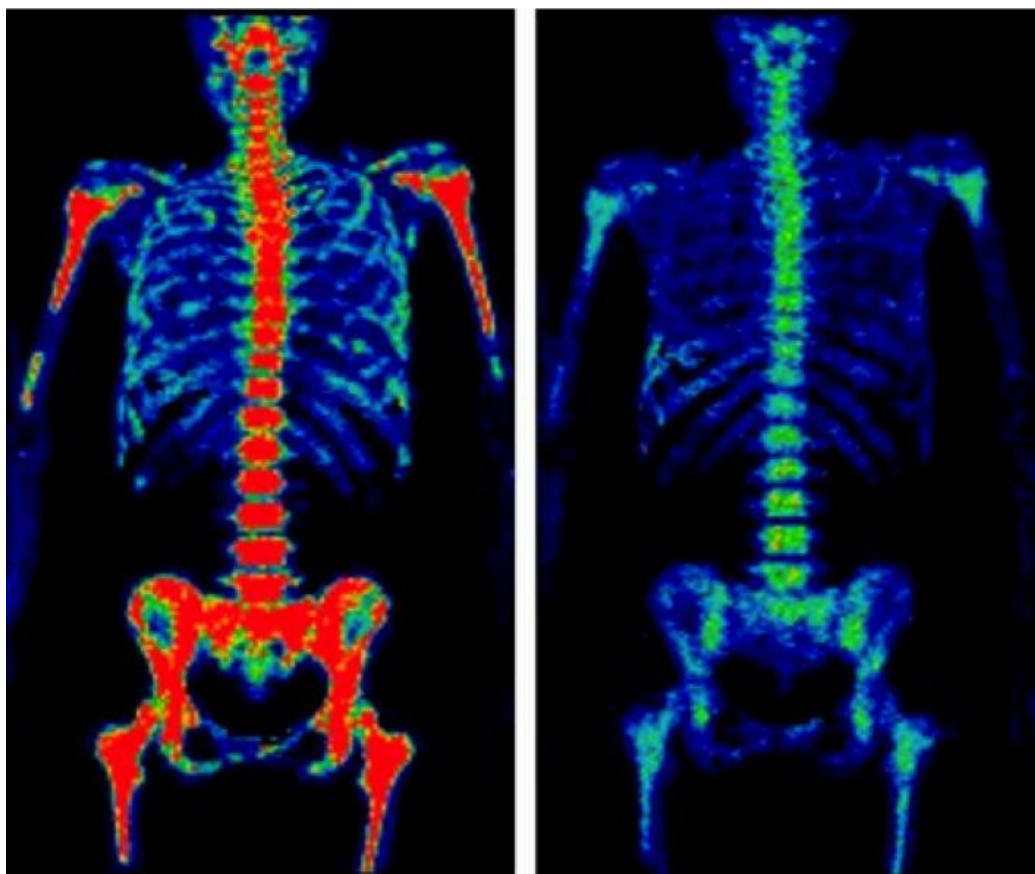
Позитронно-эмиссионная томография
